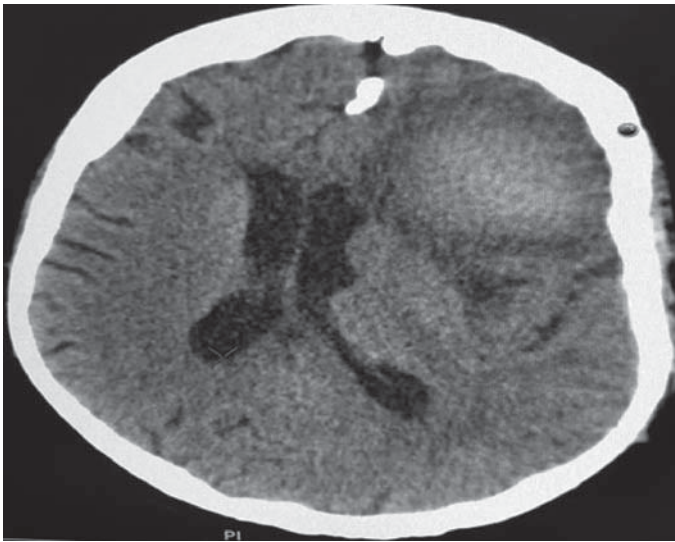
МСКТ 42 сутки инсульта.
